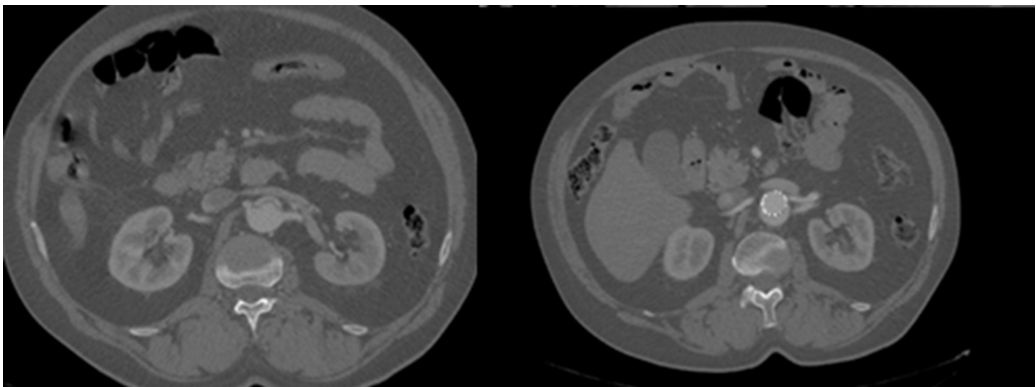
Comparison of preoperative and postoperative control tomographic images. In the postoperative image, the false lumen is maintained by retrograde refilling and the diameter of the true lumen has increased.
